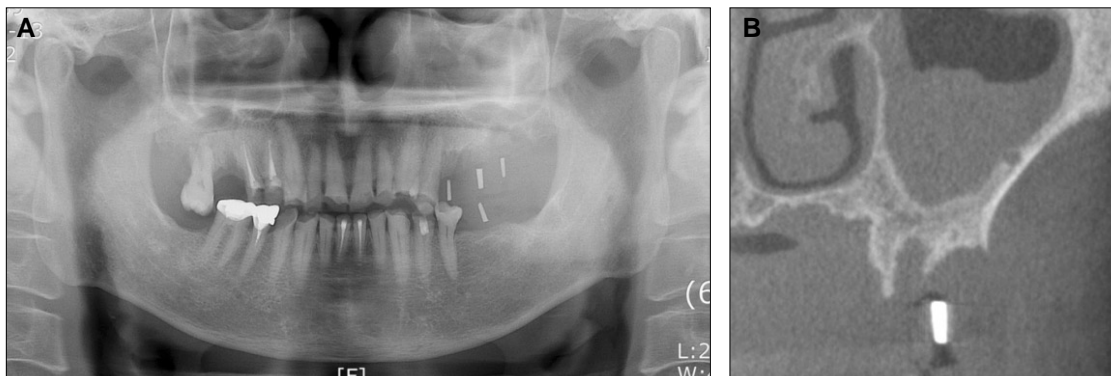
Radiographic exam for implantation. Mucosal thickening on left sinus is observed. A: Panoramic view, B: Sagittal view of left sinus (CBCT).
